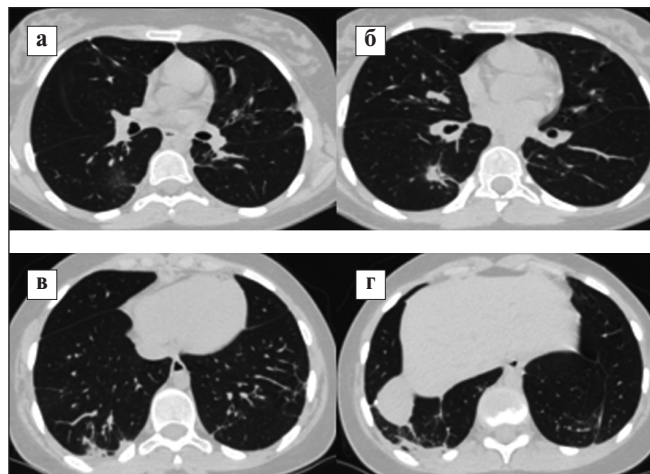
КТ ОГК пациентки П. через 6 мес после коррекции терапии (а – в). Частичный регресс с остаточными линейными уплотнениями и утолщением стенки прилегающих бронхов преимущественно в нижних отделах с обеих сторон
